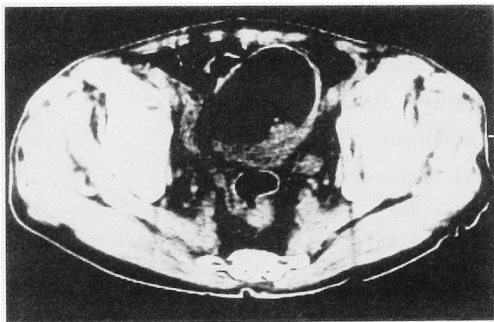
Pelvis CT shows a tumor is located on the left lateral bladder wall.
